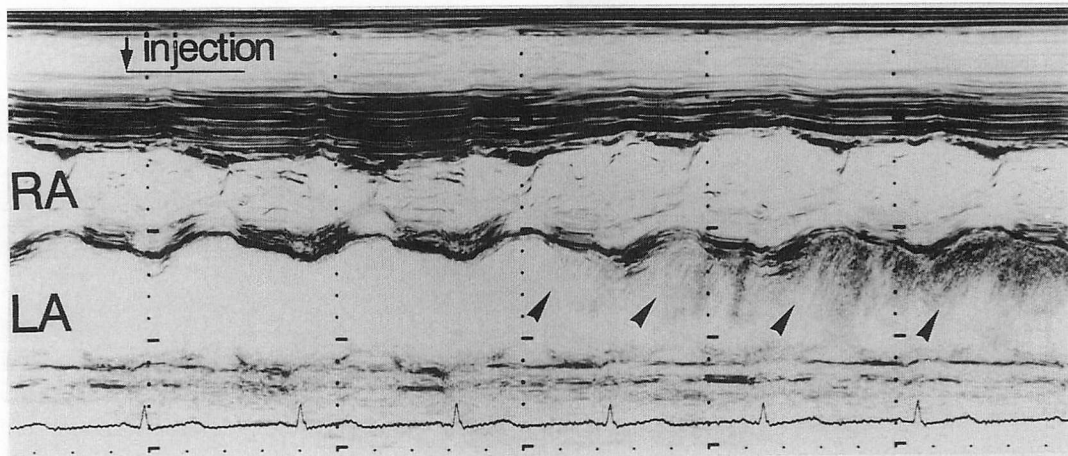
Contrast echocardiogram after injecting saline into the pulmonary artery
